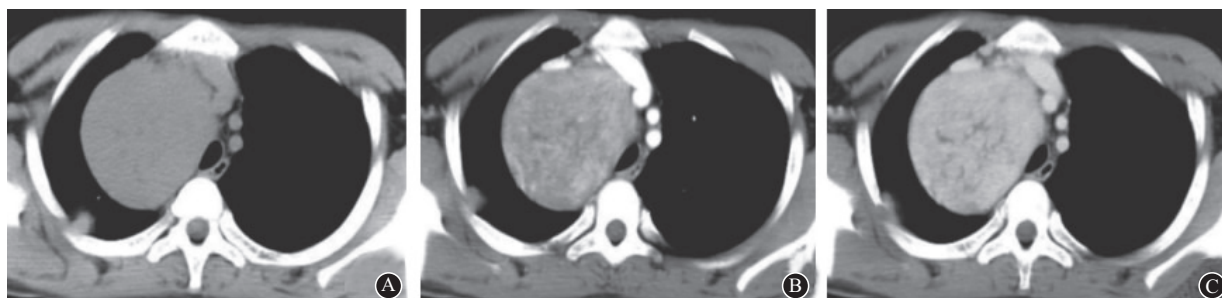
胸部孤立性纤维性肿瘤(SFT)典型病例(女,45岁)多层螺旋CT(MSCT)影像表现:A平扫CT显示病灶边界清晰、密度均匀;B动脉期呈中度不均匀强化,CT值为56.29 HU;C静脉期病灶明显强化
